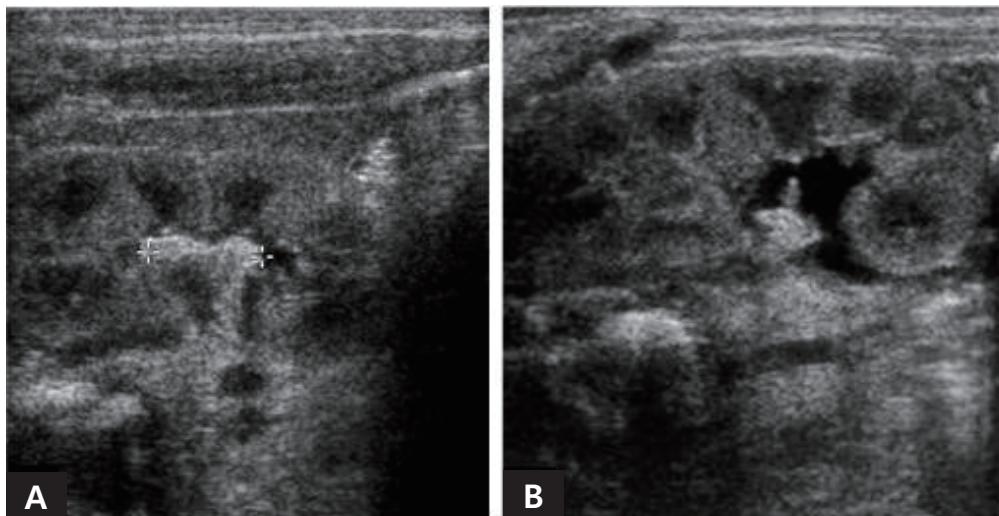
Ultrasonographic findings of renal mycetoma. (A) A non-shadowing echogenic lesion, measuring 1 cm, in the renal pelvis. (B) An echogenic focus in the collecting system resulting in mild pelviectasis. From Choi BG, et al. J Korean Soc Neonatol 2012;19:237-44 [25].
